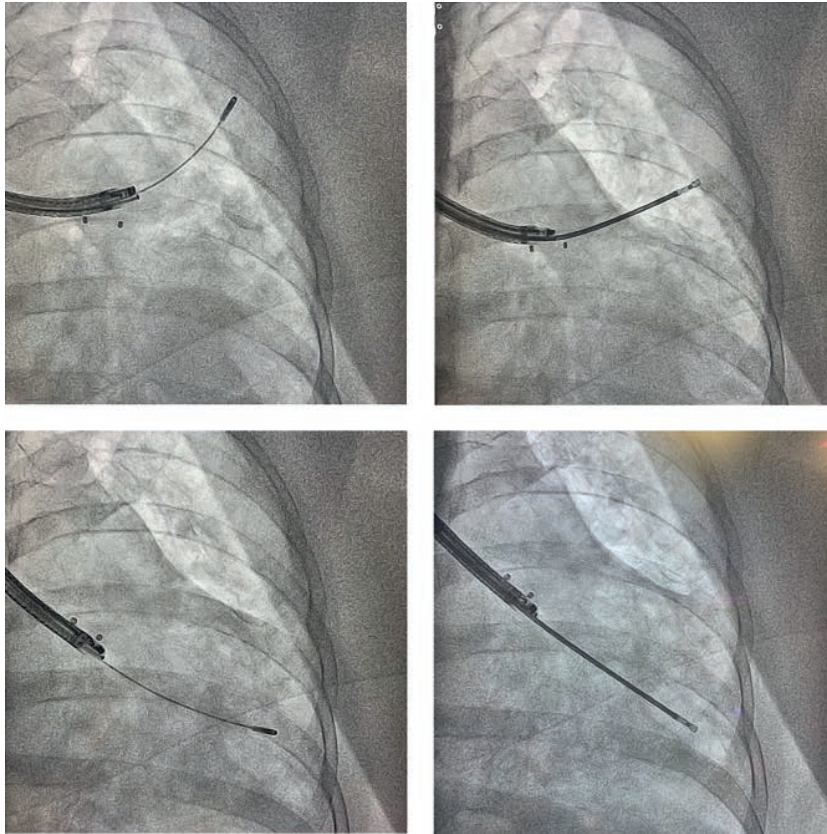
Инструменты в безопасных зонах биопсии, рентгеноскопия
